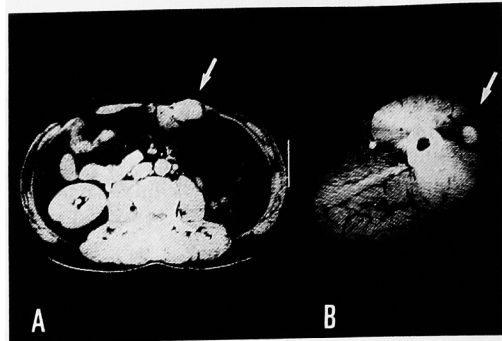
A; A tumor well enhanced by contrast medium was observed in the left musculus rectus abdominis on abdominal CT. B; A tumor enhanced in the musculus vastus lateralis was observed on CT of the left femur.
